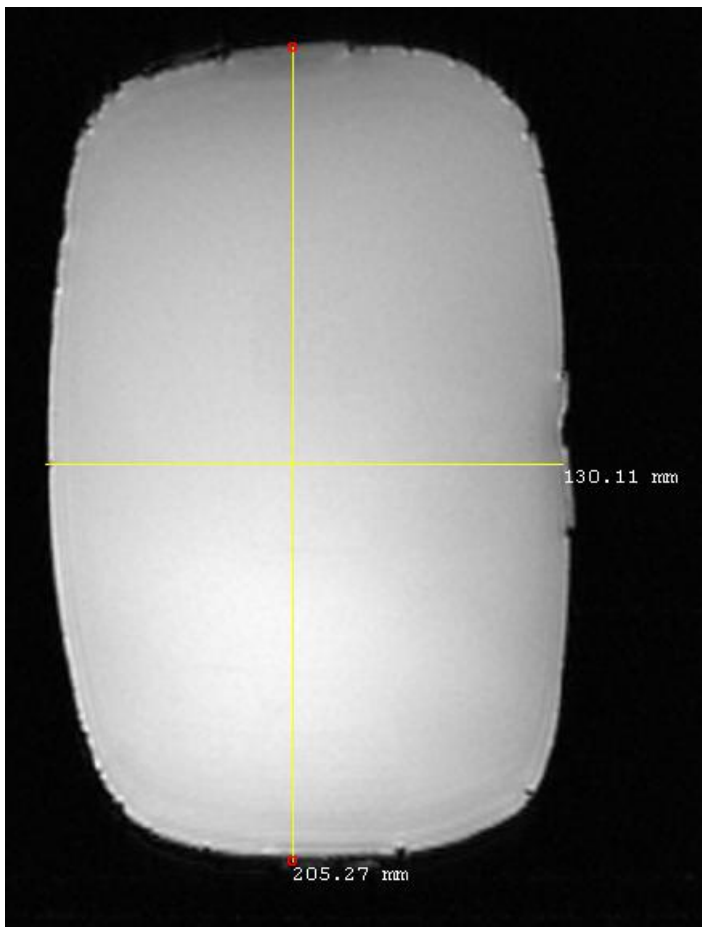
3 : Coupe coronale du fantôme utilisé pendant les manips IRM.
